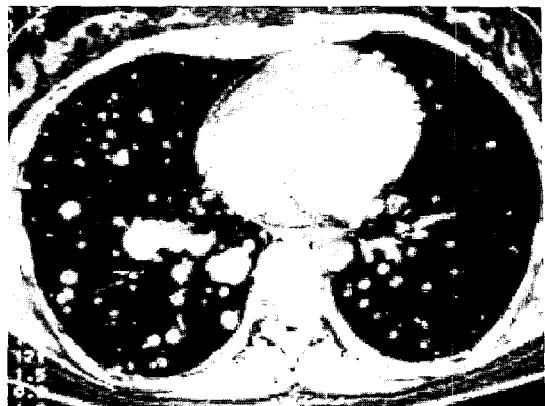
Chest CT finding: Multiple variable sized nodules in both lower lung fields.
